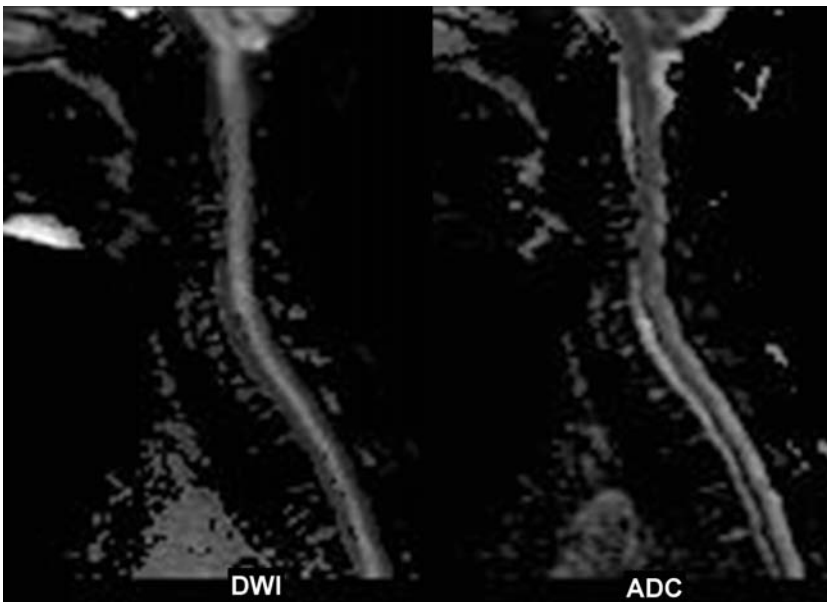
Continuación. En la secuencia de difusión no se observaron signos sugerentes de restricción, siendo la lesión isointensa en DWI y ADC. Se descartó el diagnóstico de infarto medular agudo-subagudo.
